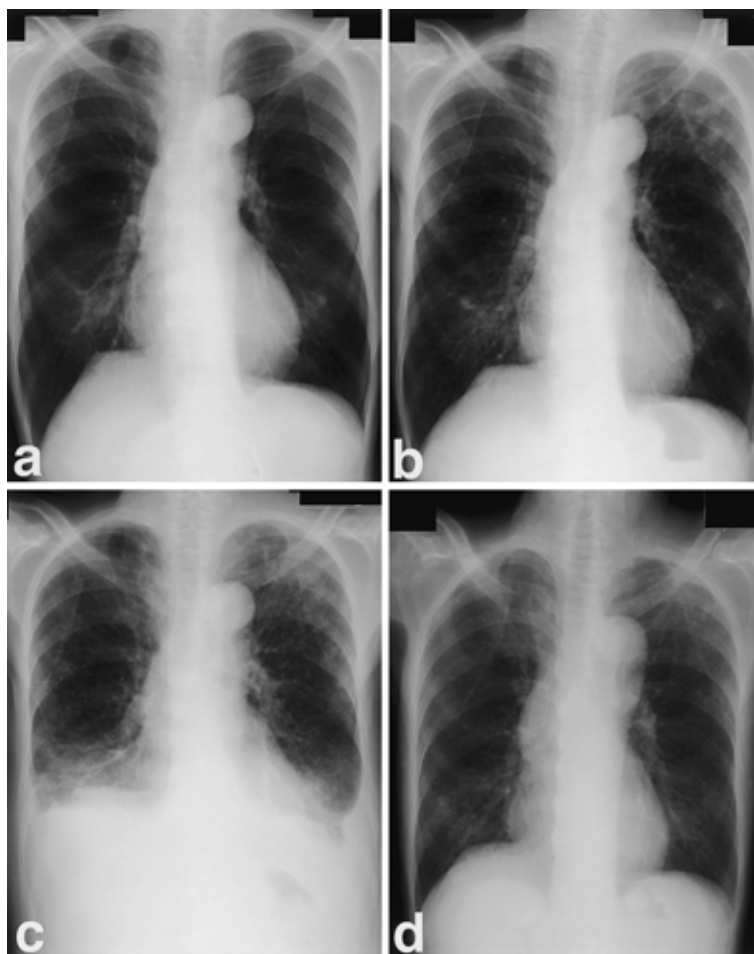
a. Chest x-ray film obtained on the first visit (April 28, 1995). There were no significant findings. b. Chest x-ray film obtained on admission (May 18, 1995), showing diffuse nodular shadows in both lung fields. c. Chest x-ray film 10 days after admission (May 28, 1995), showing progression of the lung lesion with bilateral pleural effusion. d. Chest x-ray film after drainage of the abscess on the right thigh (October 9, 1995), showing remarkable resolution of the lung lesion.
